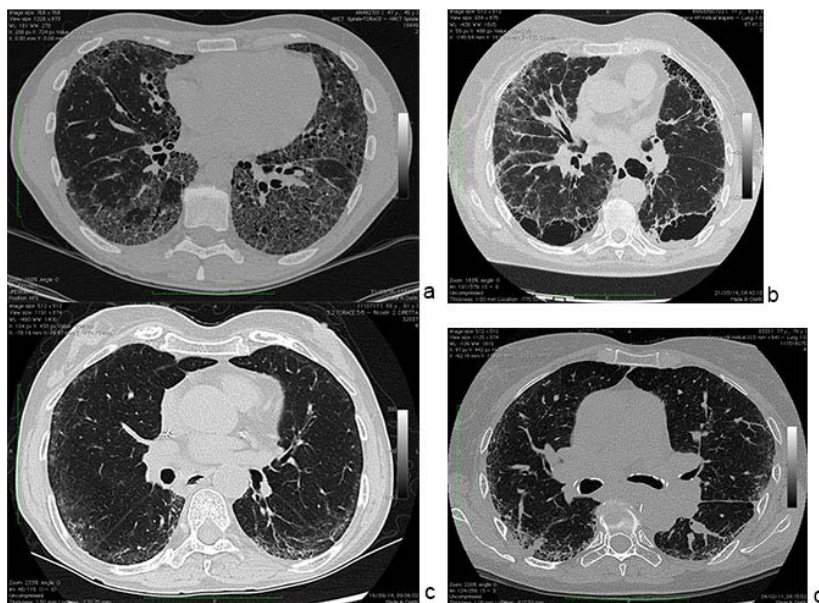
Representative HRCT images from the subjects with RA-ILD. (A) 64-year-old female with fibrotic changes of UIP pattern, reticular and ground glass opacity, septal thickening diffusely and traction bronchiectasis; (B) 69-year-old male revealing septal thickening diffusely and extensive macrocystic honeycombing; (C) 65-year-old male with bilateral peripheral ground glass opacity and typical subpleural sparing representing the NSIP pattern; (D) 70-year-old female showing evidence of bilateral peripheral reticular and ground glass opacity of the left lower lobe with peripheral consolidations typical for organizing pneumoniae (OP).
